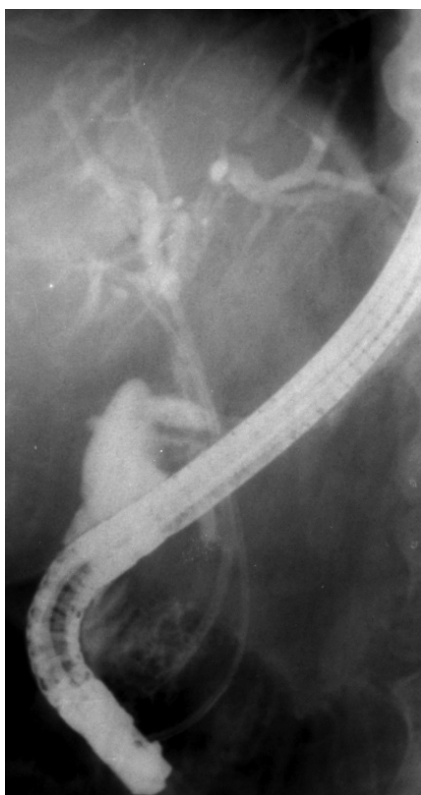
На рентгенограмме слева определяется параллельное проведение дополнительного стента. На рентгенограмме справа определяется дренирование желчных протоков двумя эндопротезами с постепенным опоружением внутрипечёночных протоков
